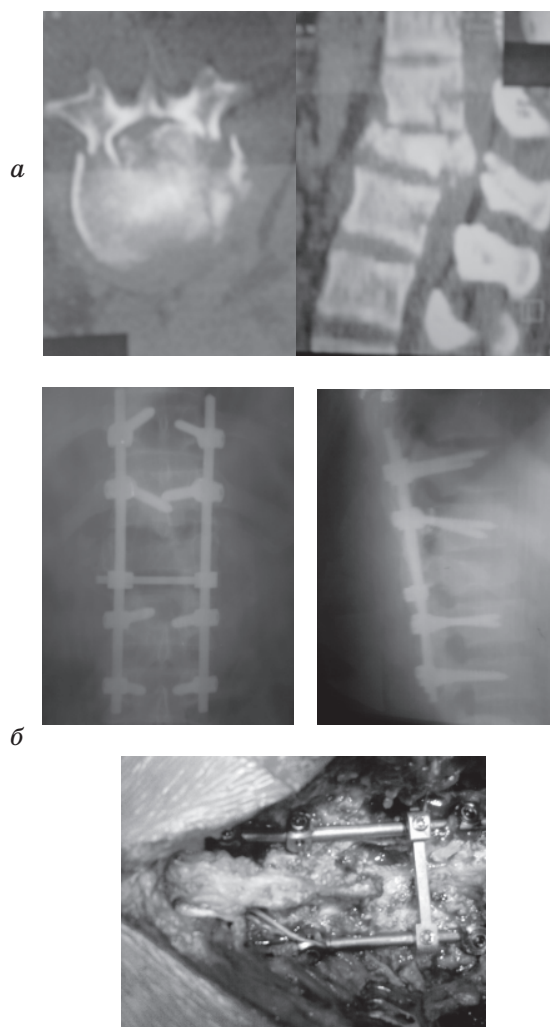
Больной Р., спиральная компьютерная томограмма в аксиальной и боковой проекциях до операции (а); переднезадняя и боковая спондилограммы после операции, вид системы транспедикулярной фиксации в ране — отмечается зона ламинэктомии с наложенным швом на поврежденную твердую мозговую оболочку интраканальным фрагментом тела позвонка (б)
